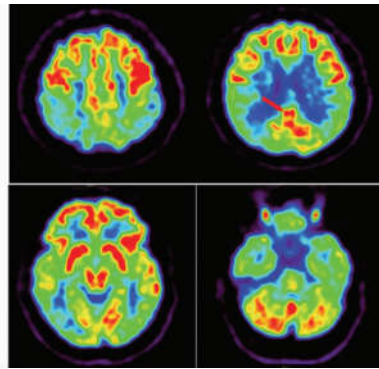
DLB患者(女,64岁)18F-FDG PET成像,双侧顶叶、颞叶和枕叶葡萄糖代谢中重度减低,以顶、枕叶为著;后扣带回区葡萄糖代谢正常(箭头所示)
